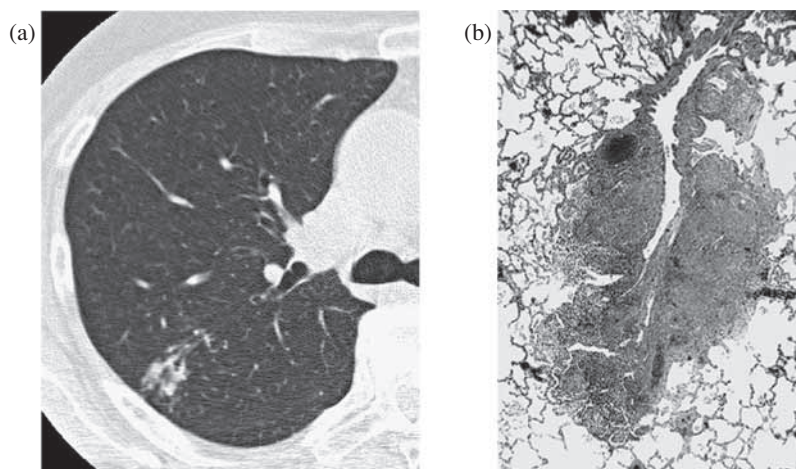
Nodular opacity is the most common radiologic pattern of NTM disease in CT imaging, corresponding to the granuloma formation in pathology.
